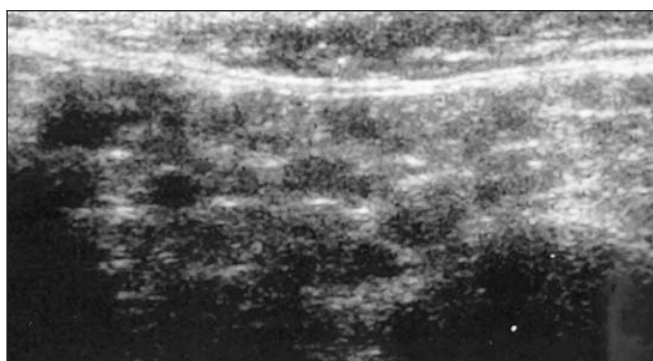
УЗИ. Признаки СШ до начала терапии РТМ
